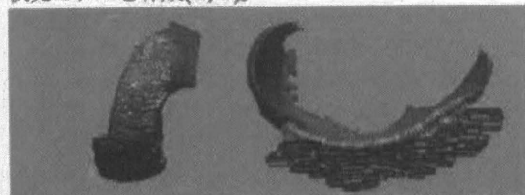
超音波関節軟骨モデル(茶)と MRI 関節軟骨モデル(青)との位置合わせ (左) および関節軟骨厚測定 (右)
